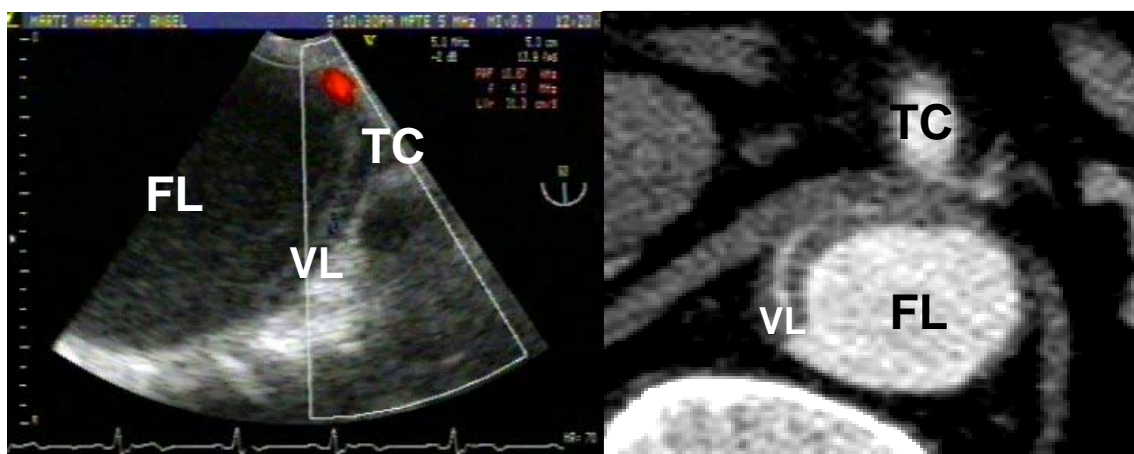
Pacient amb dissecció tipus B amb isquèmia mesentèrica per compressió dinàmica de la veritable llum per una falsa llum amb pressions altes. Aquesta compressió condiciona una important disminució del flux del tronc celíac. Les fletxes assenyalen la íntima dissecada. Esquerra) Ecocardiografia Transesofàgica; Dreta) Tomografia Computeritzada. FL: Falsa llum; VL: veritable llum; TC: tronc celíac.
